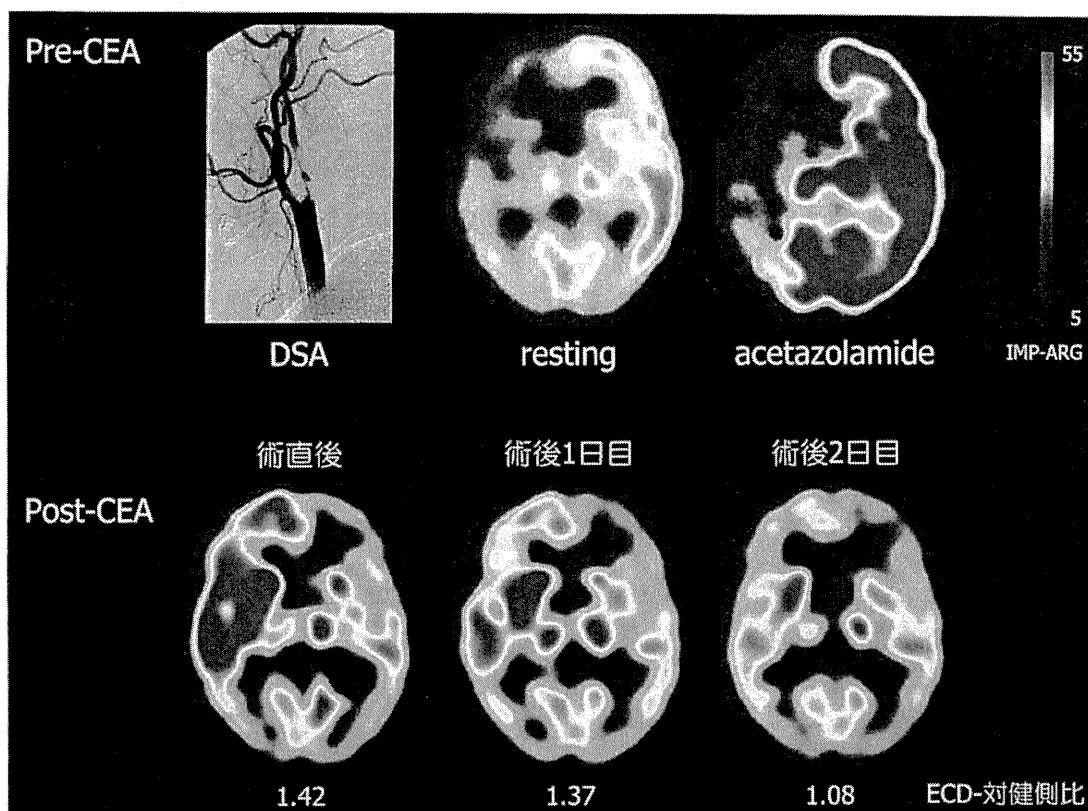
CEA 術後過灌流症候群の SPECT 画像
